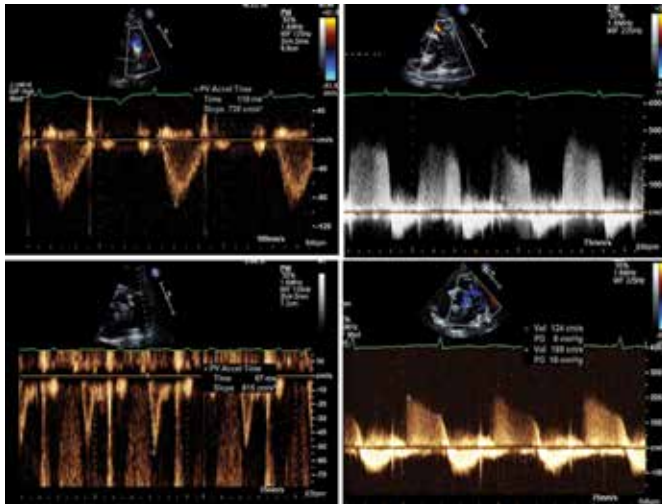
Estimation of pulmonary arterial pressure. PW and CW Doppler flow pattern in normal subject (upper normal) and in severe pulmonary hypertension (lower panel). Measurements of acceleration time of systolic flow, velocity and pressure gradient of pulmonary regurgitation helps in estimation of PAP.
